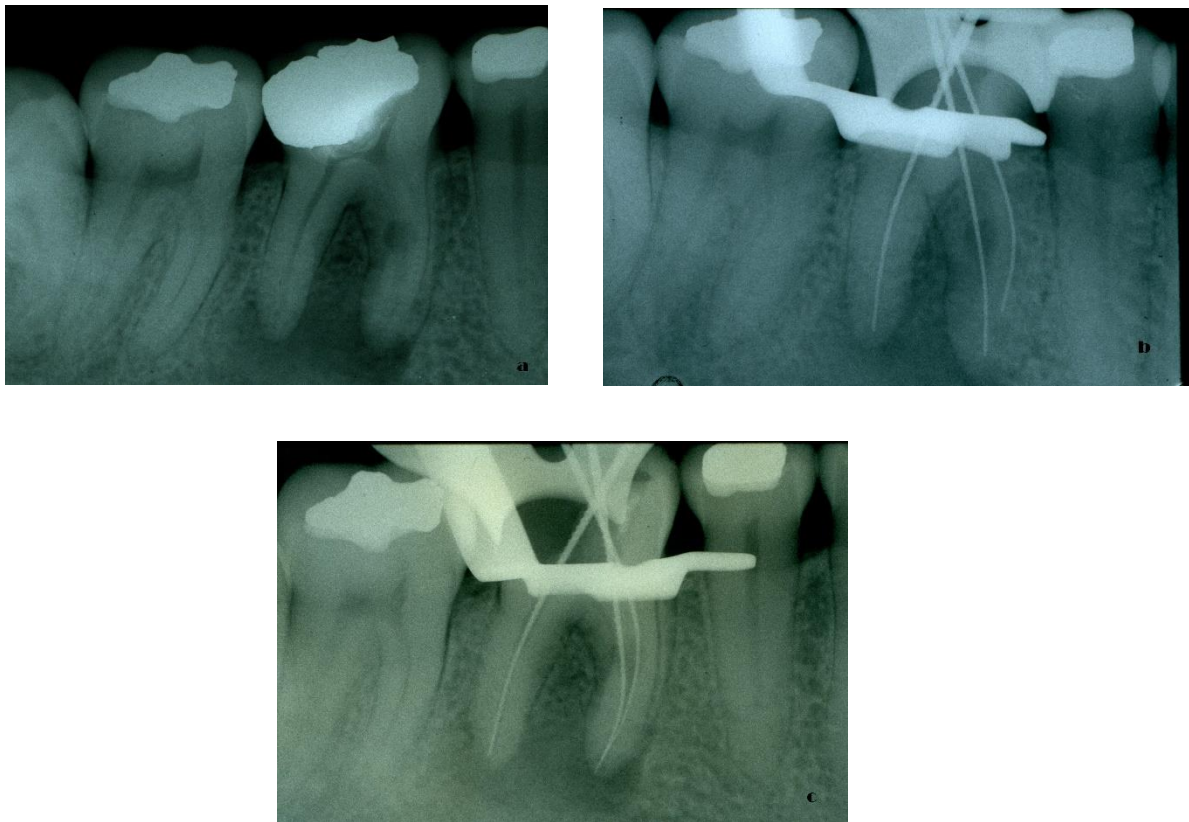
Radiografia inicial y cavometria e instrumentación limas flex.r mesiales 40 y distal 50 fig. a y b, segunda cita retificación de cavometria y medicación hidróxido fig..c
